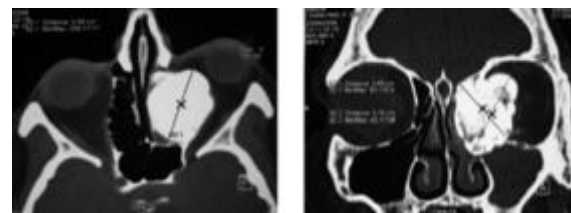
TDM du massif facial en coupes axiale et coronale : ostéome ethmoïdal gauche avec une extension orbitaire massive
